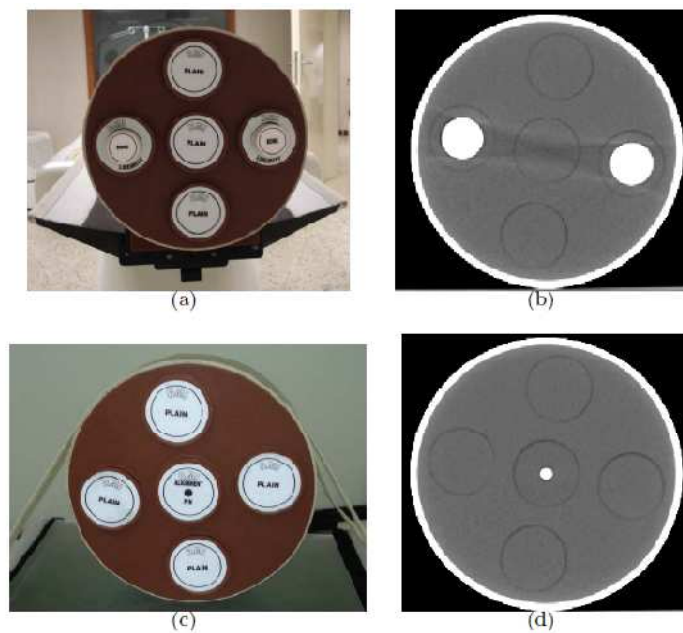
Artefactos en la imagen: (a) Maniquí RMI región cabeza y los cilindros “COMPACT BONE ROD”, empleados para la para conocer la presencia de artefactos de línea (b) Imagen TC de los cilindros “COMPACT BONE ROD”(c) Inserto “ALIGNMENT”, colocado en la cavidad central del maniquí RMI, para investigar la presencia de artefactos de anillo (d) Imagen TC del inserto “ALIGNMENT”[9]
